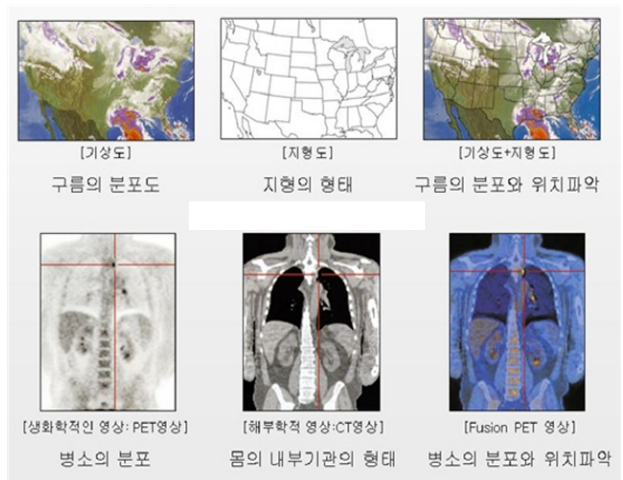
System of PET/CT
